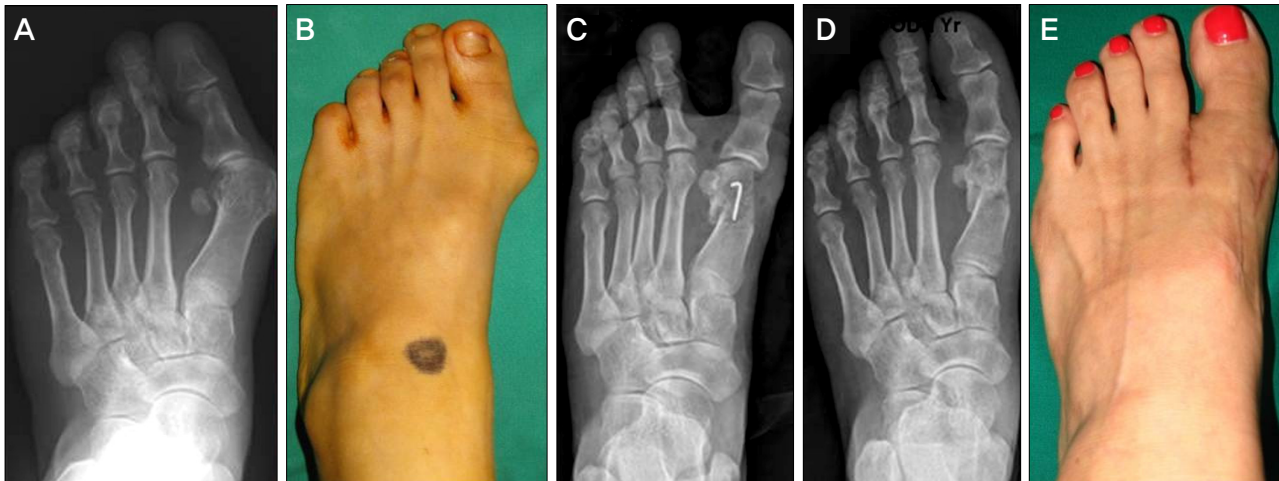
The left foot of 42 years old female shows severe hallux valgus deformity. The deformity was adequately corrected with distal chevron metatarsal osteotomy and distal soft tissue procedure. (A, B) The left foot shows pre-operative hallux valgus angle was 45° and the 1st intermetatarsal angle was 32°. (C) Post operative radiography. (D) At postoperative 1 year, the radiograph shows well maintained correction of the deformity. Hallux valgus angle 15°, the 1st intermetatarsal angle was 8°.
